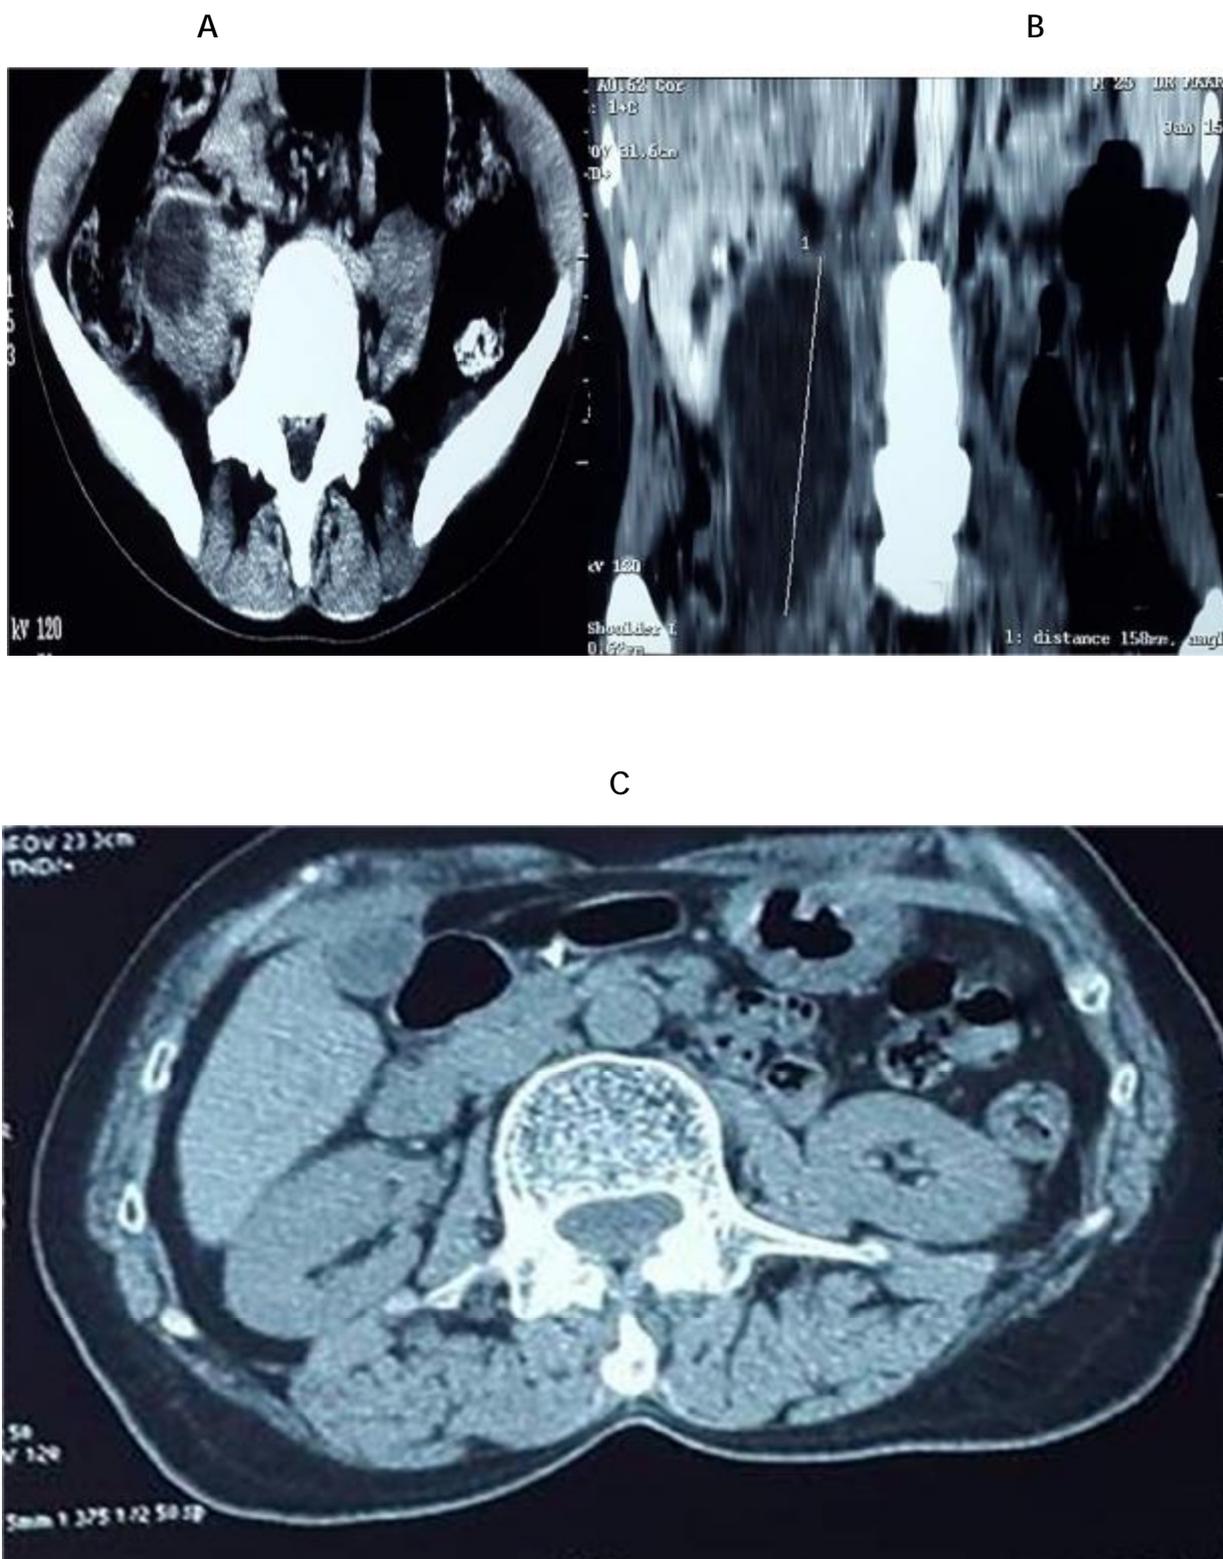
A, B : TDM axiale et coronale montrant un énorme abcès du psoas droit faisant 15,8 cm de grand axe.
